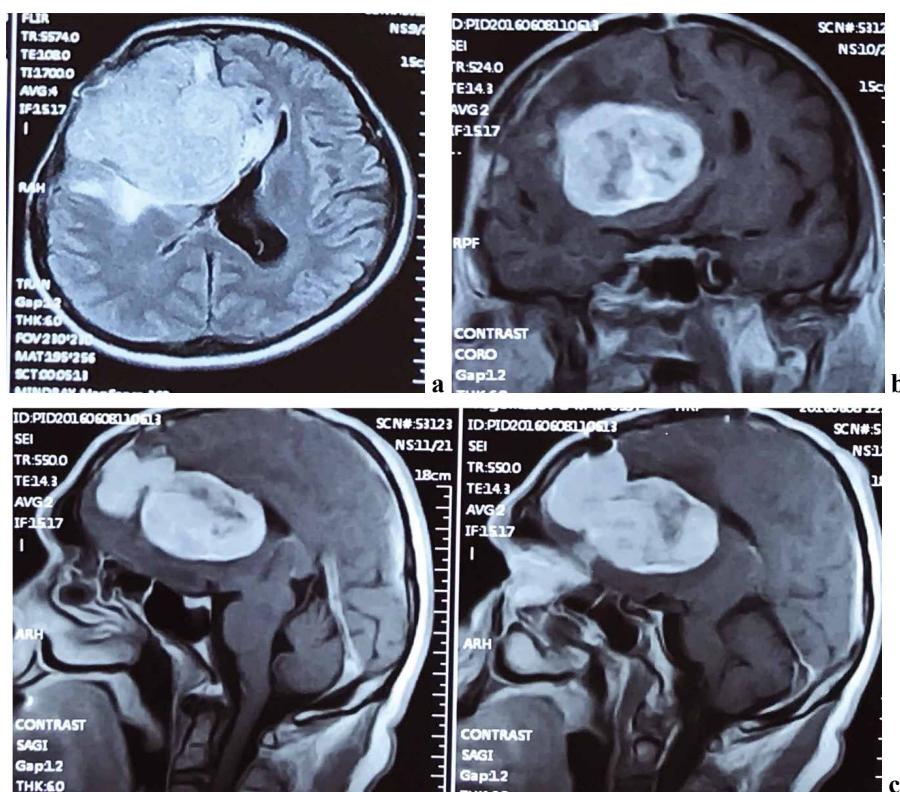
МРТ головного мозга с внутривенным контрастным усилением, 2016 г. Аксиальная проекция, FLAIR-изображение (а), коронарная проекция, T_1 -взвешенные изображения (ВИ) (б), сагиттальная проекция, T_1 -ВИ (2 слайда — с).
